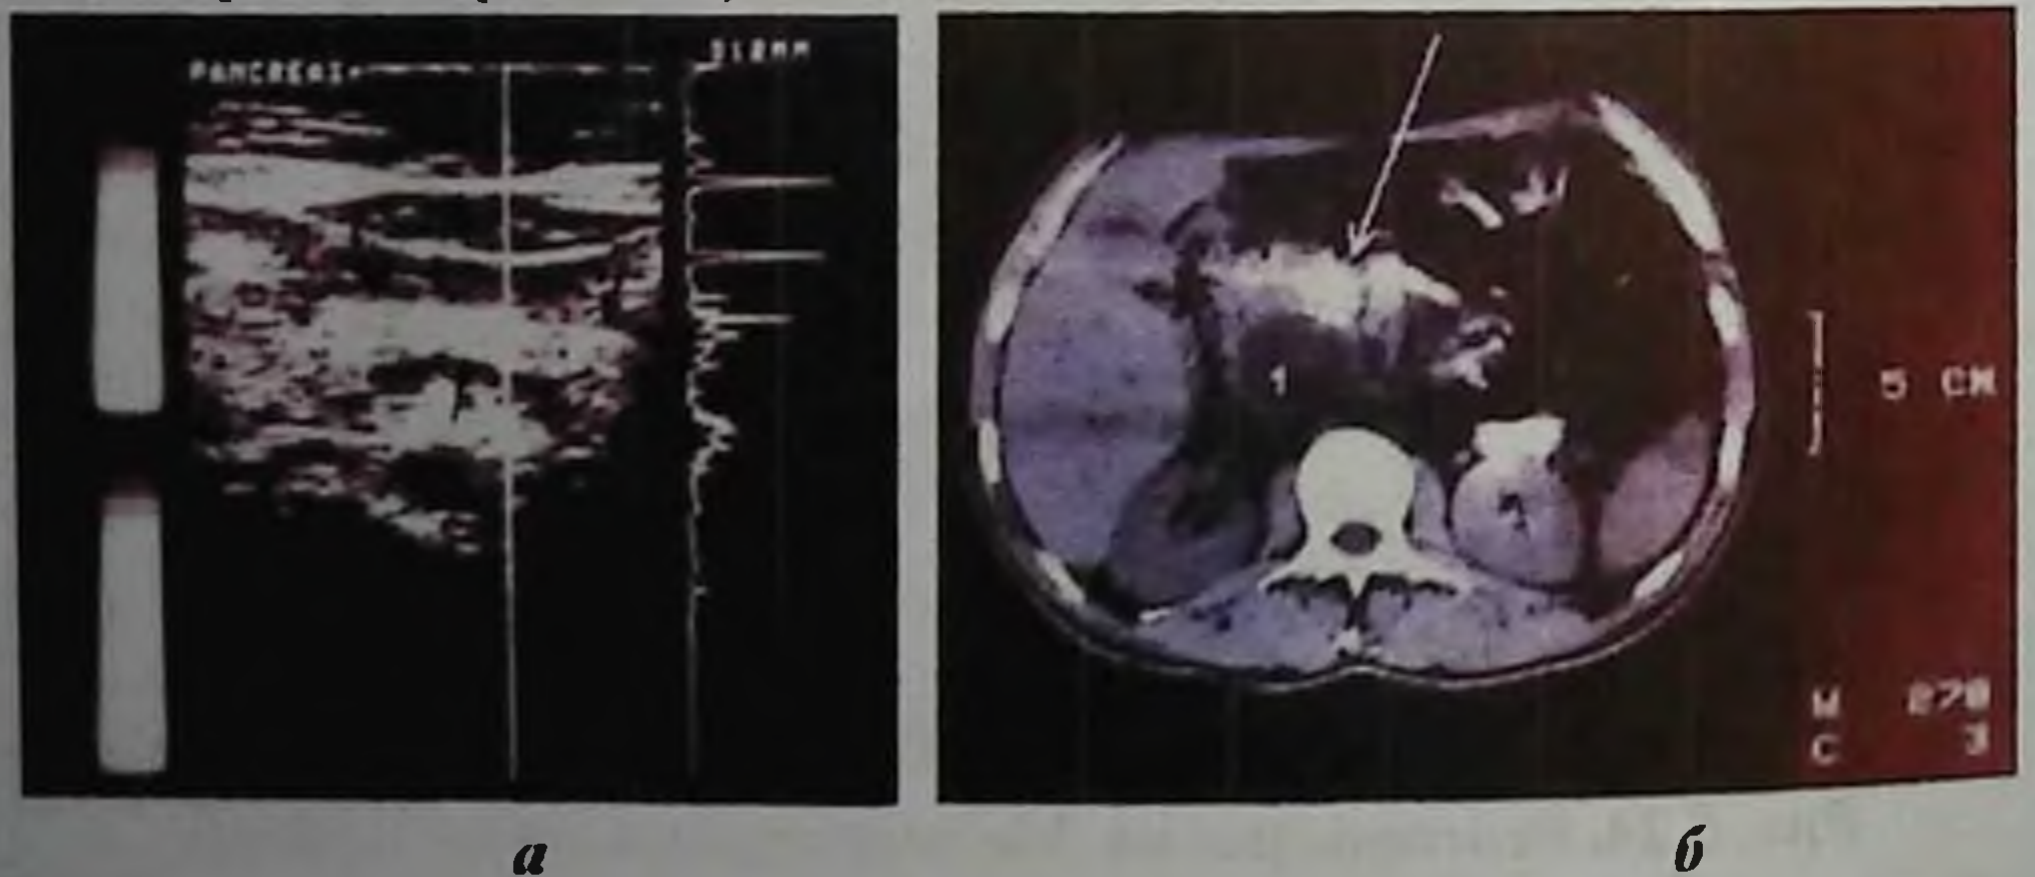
Инструментарная диагностика хронического панкреатита. а - Сонограмма; б - Компьютерная томография: 1- киста головки поджелудочной железы. Кальциноз паренхимы железы (указано стрелкой).
